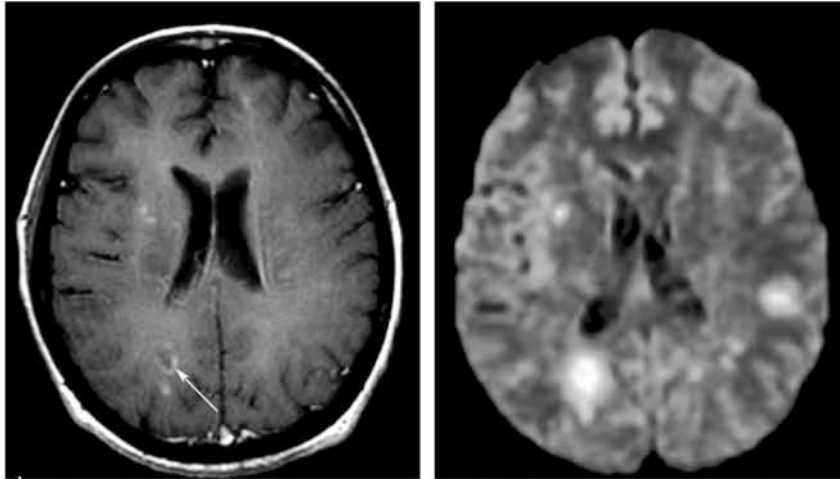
Σκιαγραφική ενίσχυση αλλοίωσης ΣΚΠ με μορφολογία “ατελούς δακτυλίου”. Leist TP, et al. (2001) “Enhancing magnetic resonance imaging lesions and cerebral atrophy in patients with relapsing multiple sclerosis” Arch Neurol. 58(1):57-60.
